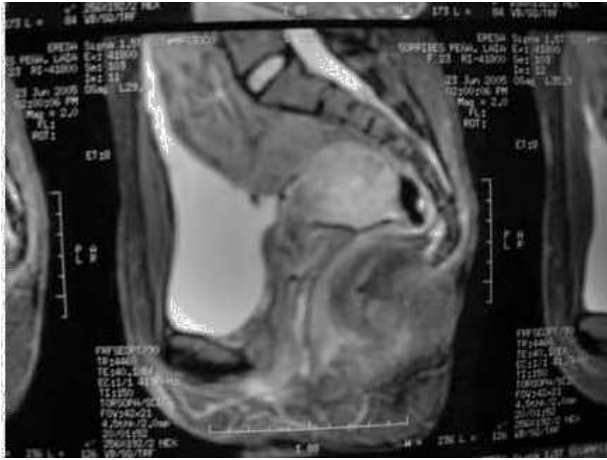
Resonancia magnética de pelvis, sección longitudinal.
